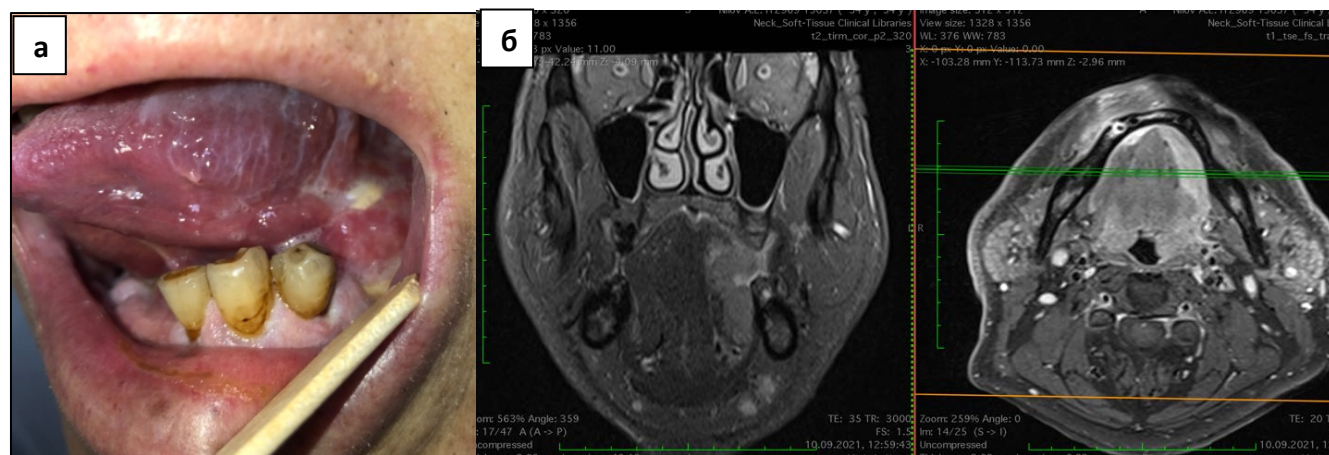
опухоль языка после ХЛТ: вид опухоли в полости рта (а), МРТ изображения опухоли левой половины языка во фронтальной и горизонтальной проекциях размерами до 37x26x37,3 мм без перехода на среднюю линию (б)
